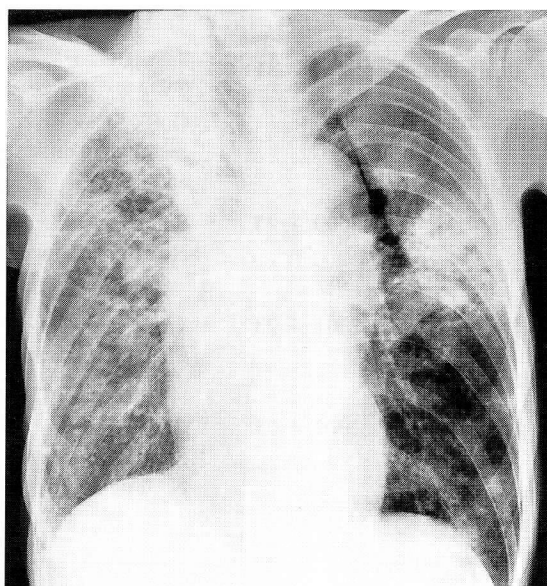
Chest radiograph on hospitalization in April 2002 shows infiltrative shadows in the left lung field as well.
